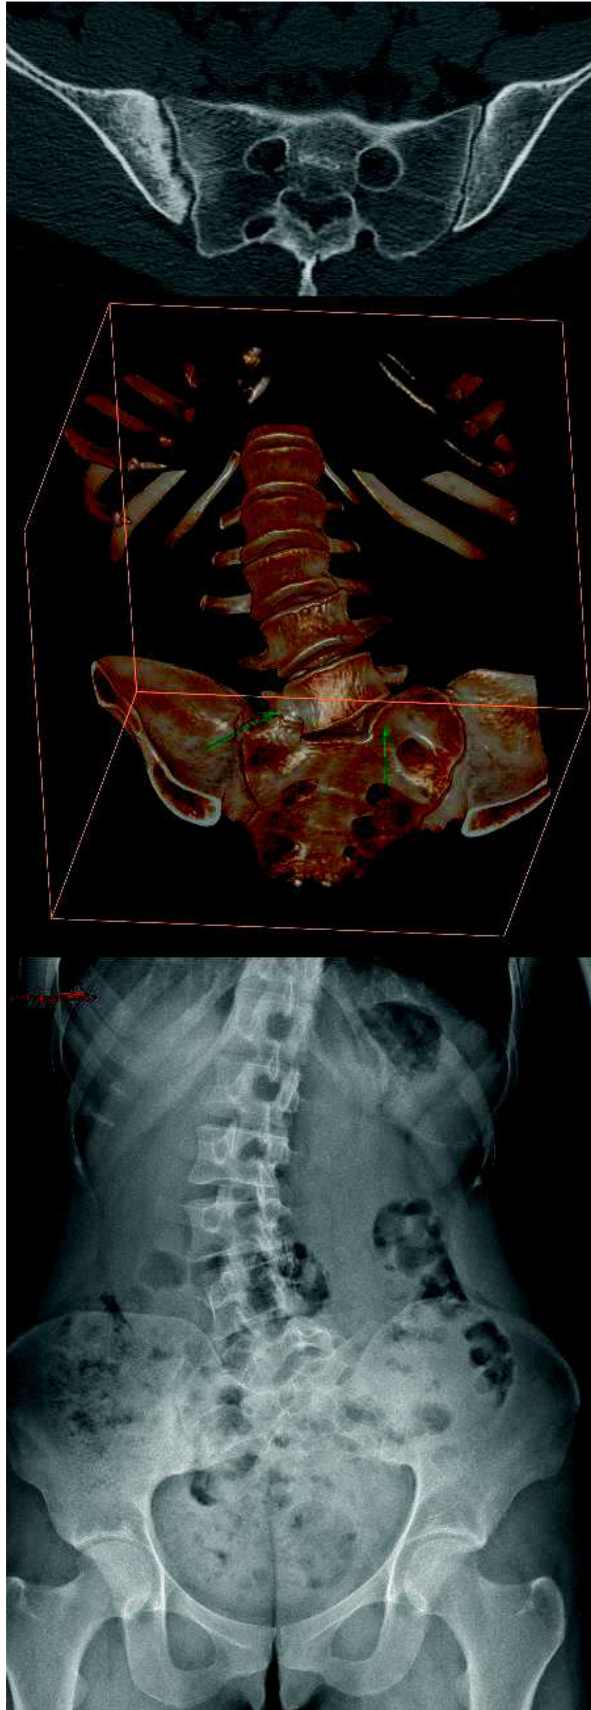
Radiographie en incidence de De Sèze et scanner d'une femme de 30 ans présentant une arthrose érosive S-I asymétrique secondaire à une scoliose sur héli-vertèbre S1 gauche avec néo-articulation transverse lombo-sacrée droite. Notez l'atteinte érosive atteignant exclusivement l'os sous chondral iliaque droit, lié aux contraintes mécaniques focales majorées.
